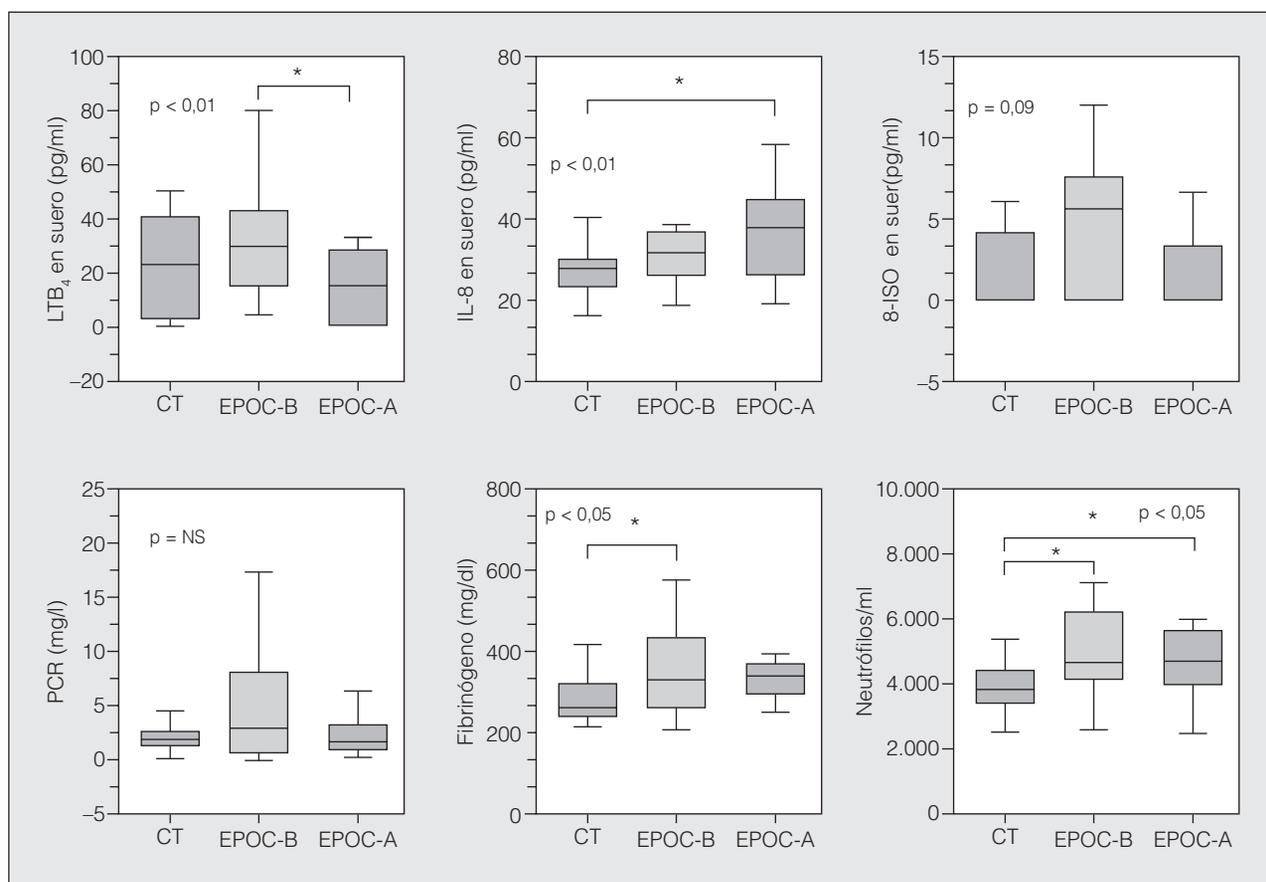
Concentraciones de 8-isoprostano (8-ISO) y marcadores inflamatorios en el suero de los diferentes grupos. Los resultados se expresan como mediana, intercuartiles (caja) y rango. LTB₄: leucotrieno B₄; PCR: proteína C reactiva; IL-8: interleucina-8; CT: grupo control; EPOC-A y EPOC-B: enfermedad pulmonar obstructiva crónica con predominio de enfisema y con predominio de bronquitis crónica, respectivamente; NS: no significativo. *Diferencias significativas entre medias mediante el test de Dunn.
